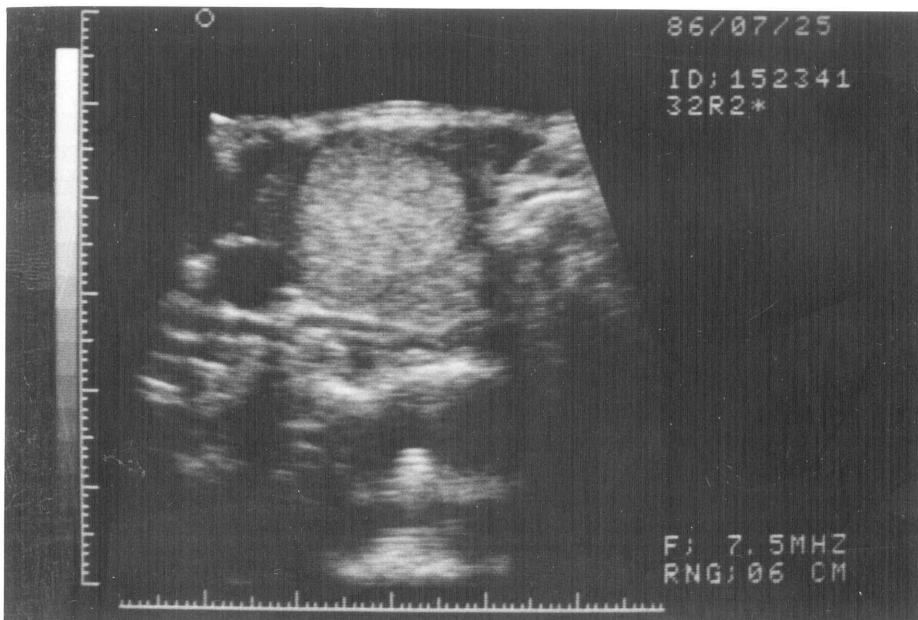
高エコー (hyperechoic) の結節
